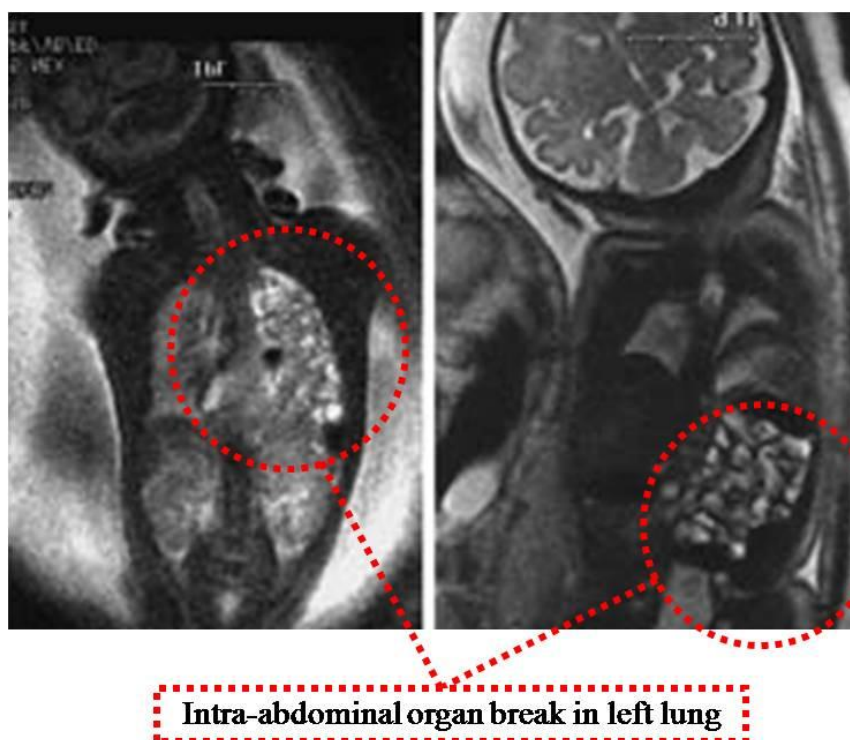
MRI images of a CDH patient^[36]
